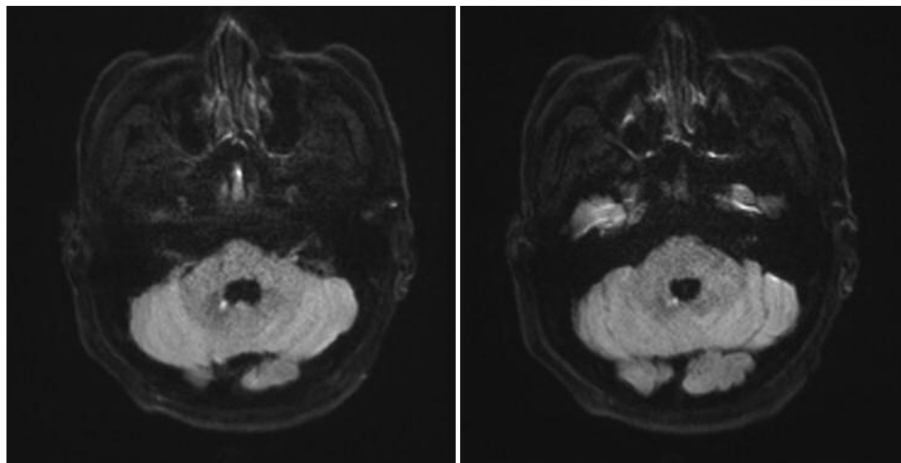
Diffusion weight magnetic resonance imaging shows a focal acute infarction on the ventral region of the medial border of the right dentate nucleus.
